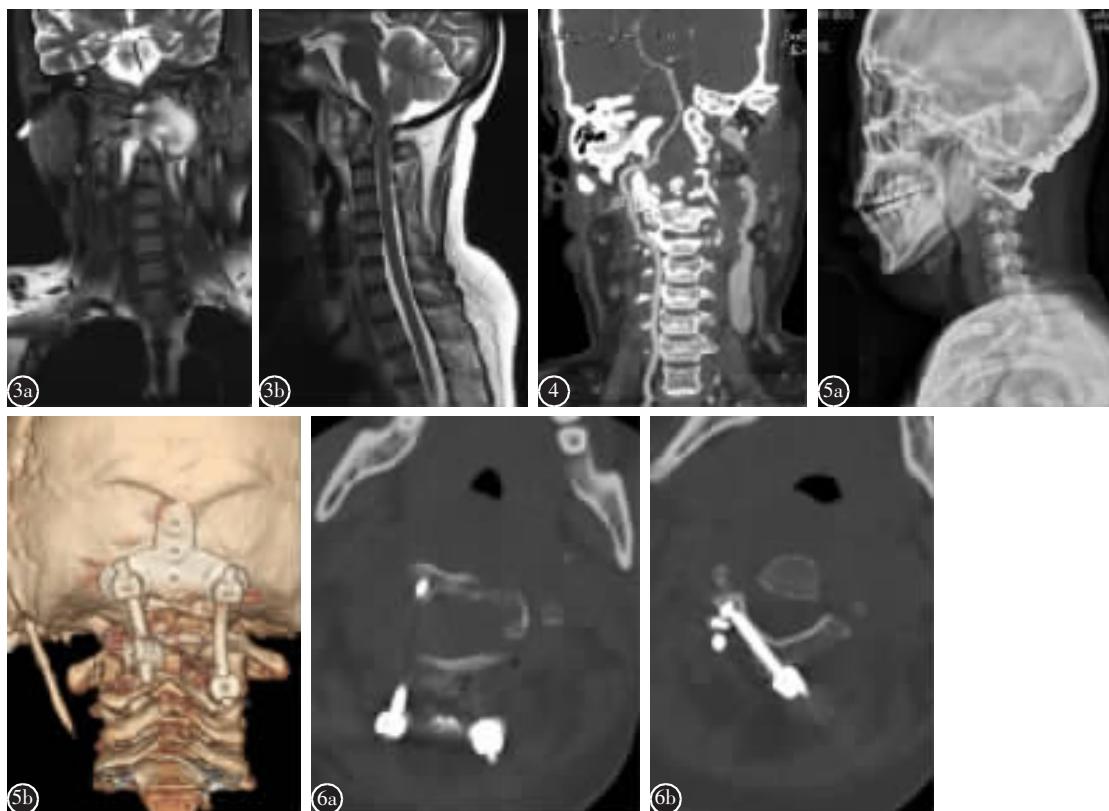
a、b 颈椎MRI示寰枢关节右侧及咽后壁巨大脓肿 图4 通过椎动脉造影和颈椎CT平扫合成图像评价椎动脉走行的畸形情况 图5 a 术后颈椎侧位片显示内固定位置良好,上颈椎序列可 b CT示髂骨块位置可(方框标示),C2椎弓根螺钉及椎板螺钉位置良好 图6 a、b CT示C2椎弓根螺钉及椎板螺钉位置良好
